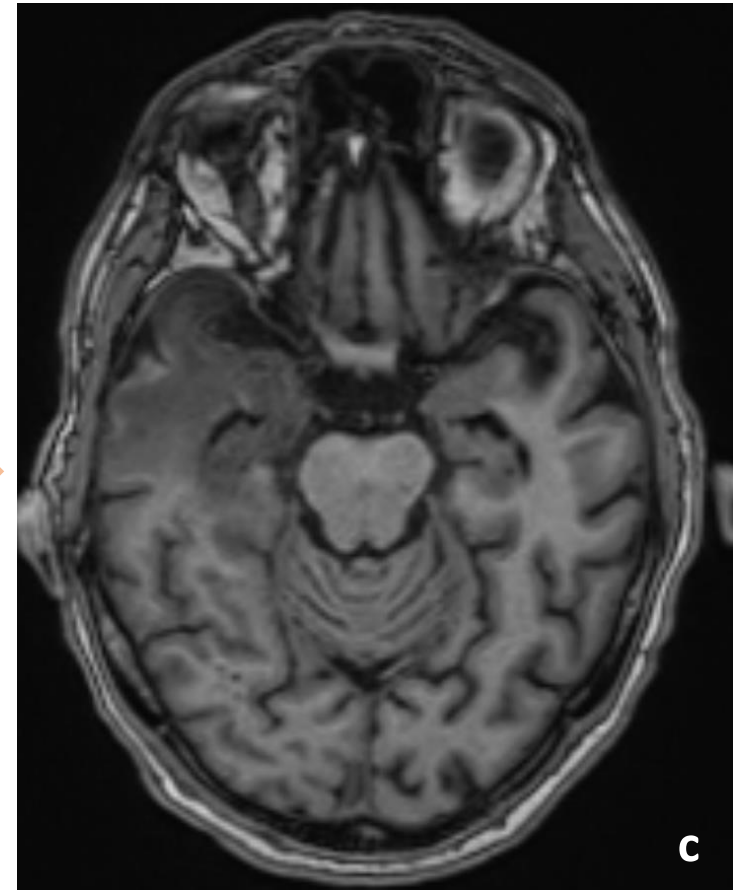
Paciente derivado a SUH por cuadro de desorientación y fiebre de 48 horas de evolución. En el TC inicial sin contraste (a), se aprecia una dudosa pérdida de diferenciación cortical en lóbulo temporal anteromedial derecho, en uncus temporal, siendo sospechosa de encefalitis herpética. Al día siguiente se confirma ADN de VHS tipo 1 en LCR, mostrándose una severa progresión de la hipodensidad y de la expansividad, que se extiende a ínsula y lóbulo temporal ipsilateral (b). En la RM en secuencia FLAIR (c) realizada los días posteriores, se observa aumento de señal FLAIR corticosubcortical temporal derecha con extensión en profundidad hacia el uncus temporal y región del hipocampo así como también corteza insular y frontobasal parasagital derecha.
